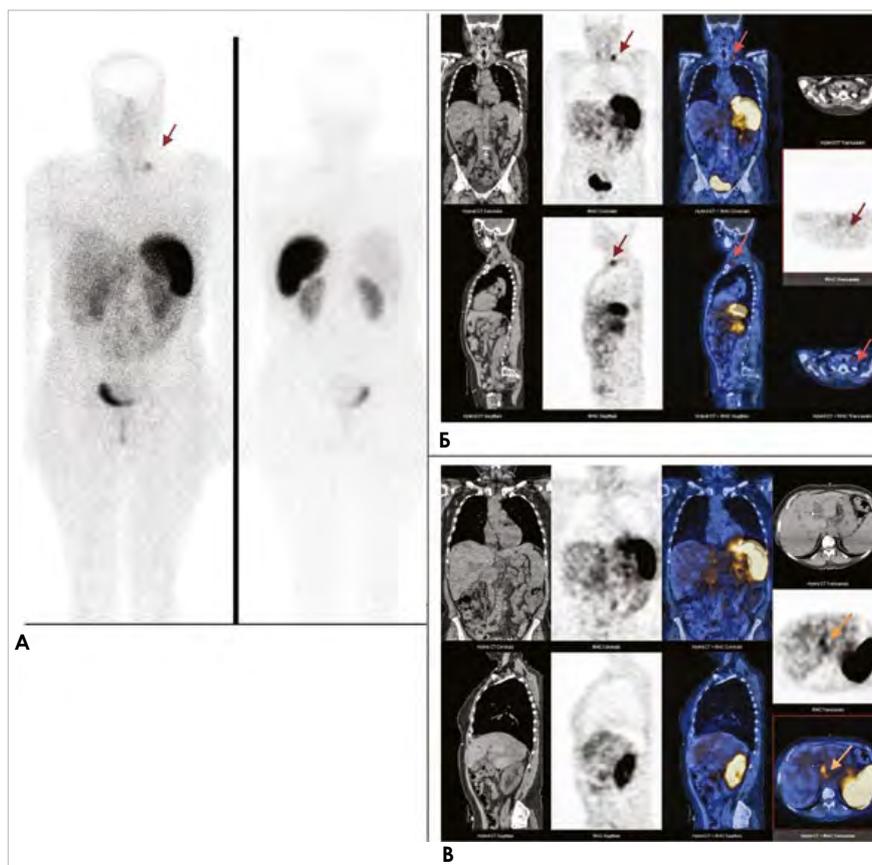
Пациентка К. А – Сцинтиграфия в режиме «все тело» с препаратом ^{99m}Tc -Тектротид. Б, В – в режиме ОФЭКТ/КТ (Fusion). Определяются патологические очаги накопления РФП в шейных лимфоузлах слева (красные стрелки), в опухолевом конгломерате брюшной полости (рыжие стрелки).
